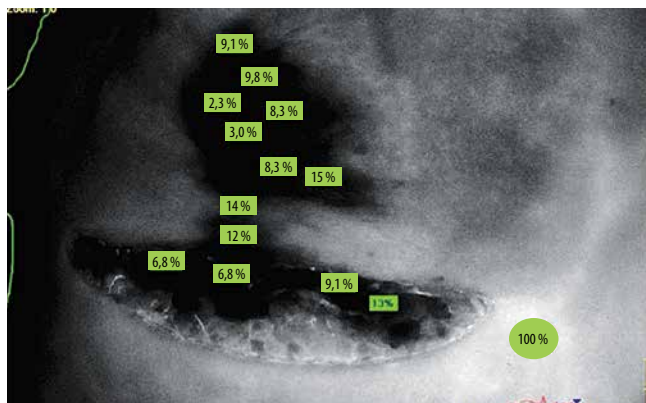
Интраоперационная оценка перфузии лоскута и сосково-ареолярного комплекса при помощи индоцианина зеленого (правая молочная железа)
